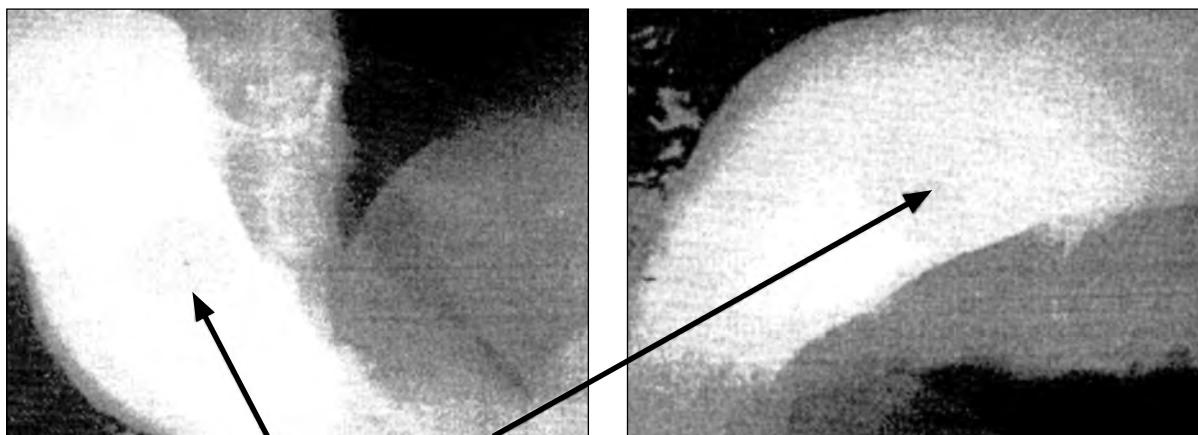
Доброкачественная опухоль средней трети тела желудка, видимая при рентгенконтрастном исследовании желудка, с изъязвлением в центре (снимок в боковой проекции)
